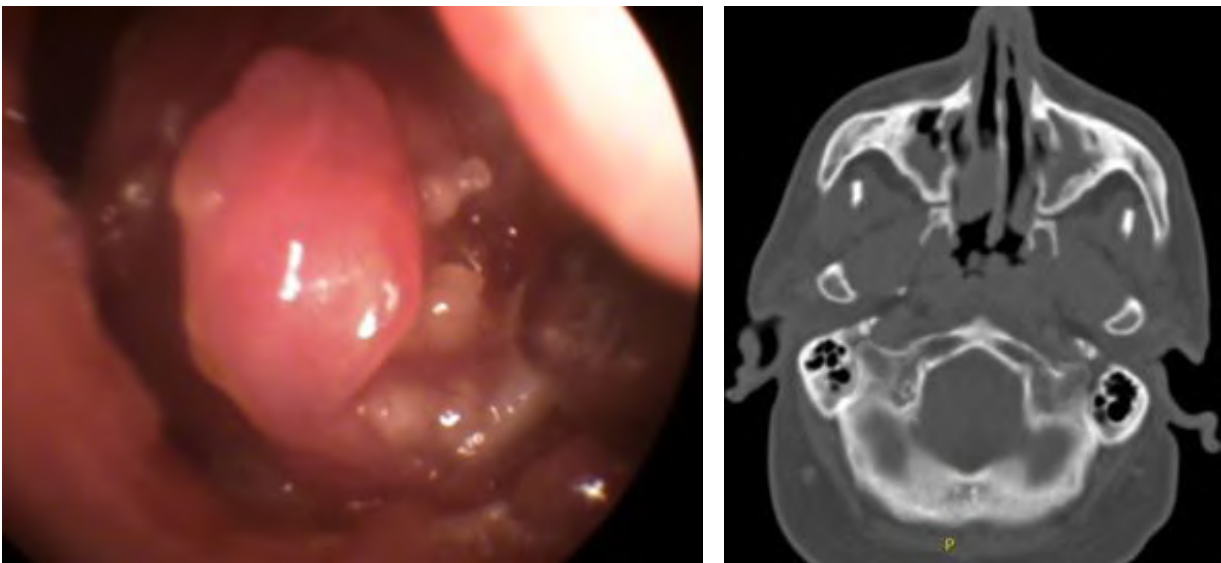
Imagen endoscópica y tomografía computarizada de lesión en cavum izquierdo, asociado con poliposis nasosinusal.
